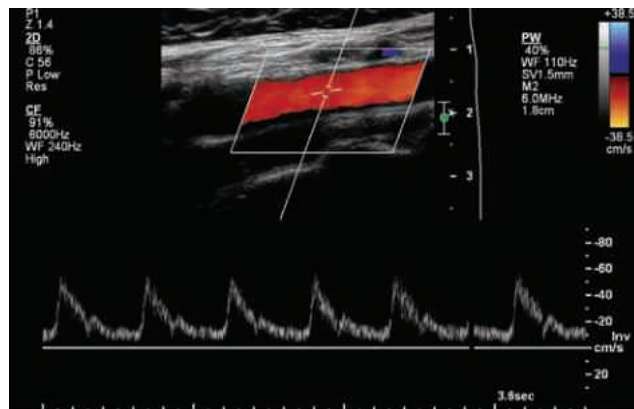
Pantalla Doppler dúplex. En la parte superior de la imagen en color aparece una imagen de la arteria carótida que está siendo evaluada. La fase de las señales Doppler proporciona información sobre la presencia y dirección del movimiento, y los cambios de frecuencia se relacionan con la velocidad del objetivo. Las señales retrodispersadas de los glóbulos rojos se muestran en color en función de su movimiento hacia o desde el transductor, y el grado de saturación del color se utiliza para indicar el cambio de frecuencia de los glóbulos rojos en movimiento. Tenga en cuenta que el operador elige la dirección (hacia o lejos del transductor), por lo que “rojo” no siempre indica flujo hacia el transductor. En esta imagen de la parte media izquierda de la arteria carótida común, el flujo se aleja realmente del transductor, pero la escala se ha invertido como se muestra en la escala de colores a la derecha de la imagen. En la parte inferior de la imagen, una forma de onda Doppler espectral muestra los cambios en la velocidad y dirección del flujo mediante desviaciones verticales de la forma de onda por encima y por debajo de la línea de base. La anchura de la forma de onda espectral (ensanchamiento espectral) viene determinada por la gama de frecuencias presentes en cualquier instante de tiempo. Se utiliza una escala de brillo (gris) para indicar la amplitud de cada componente de frecuencia.
